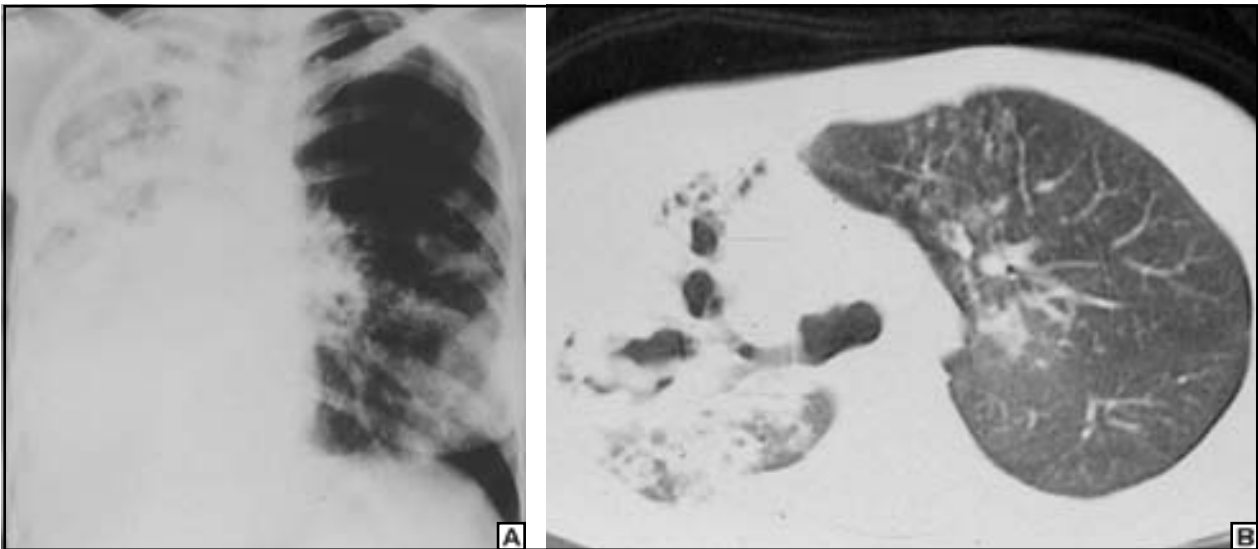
Efeitos tardios da tuberculose. Em “A”, radiografia demonstra extensas lesões destrutivas no pulmão direito, com desvio de mediastino para o mesmo lado. Em “B”, TC revela bronquiectasias císticas e cilíndricas no pulmão direito, além de opacidades de permeio.
